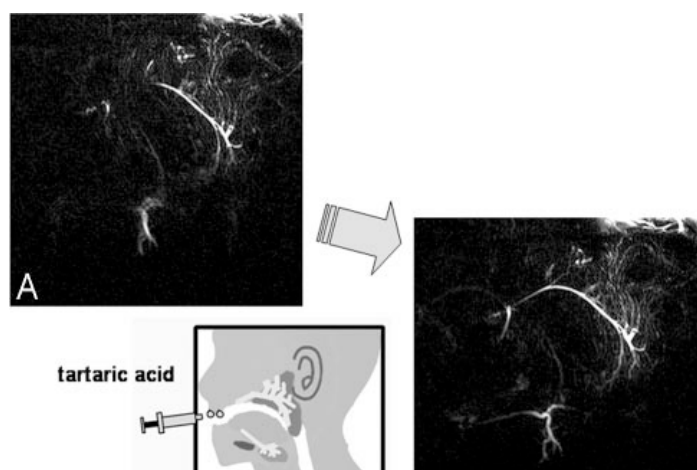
Sialografia com RM da glândula salivar antes (A) e após a estimulação da secreção salivar (B), feita com a administração do ácido tartárico sobre a língua.
